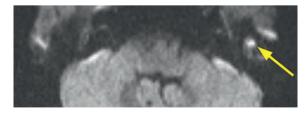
(В). МРТ левого внутреннего слухового прохода, non-EPI DWI режиме, в аксиальной проекции
